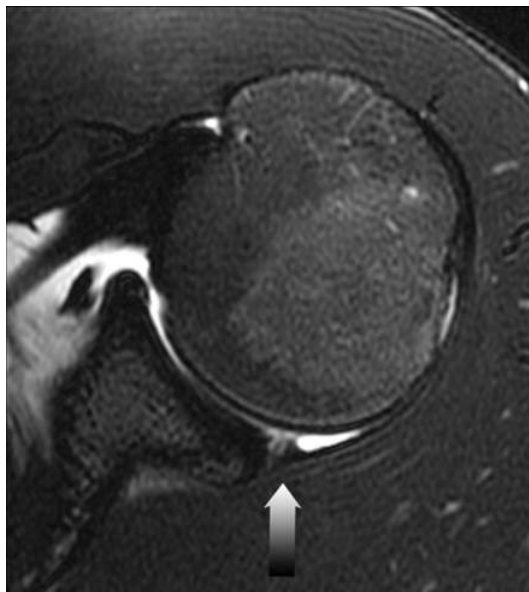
Axiale T1 MRT eines 20-jährigen Mannes: Das posteriore Labrum zeigt erhöhte T2-Signalintensität und irreguläre Morphologie (44)
